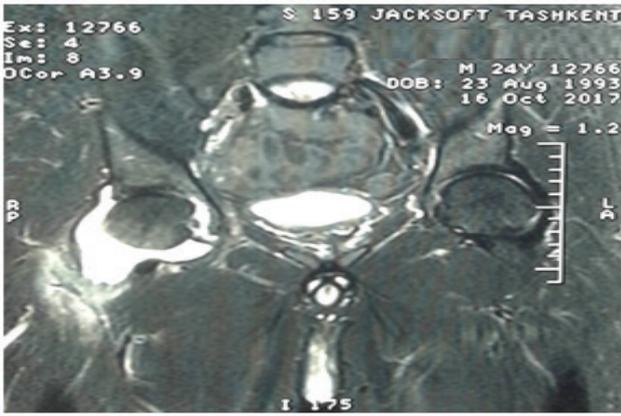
МРТ-исследование костей таза. Туберкулез правого тазобедренного сустава. Артритическая стадия, активная фаза.
